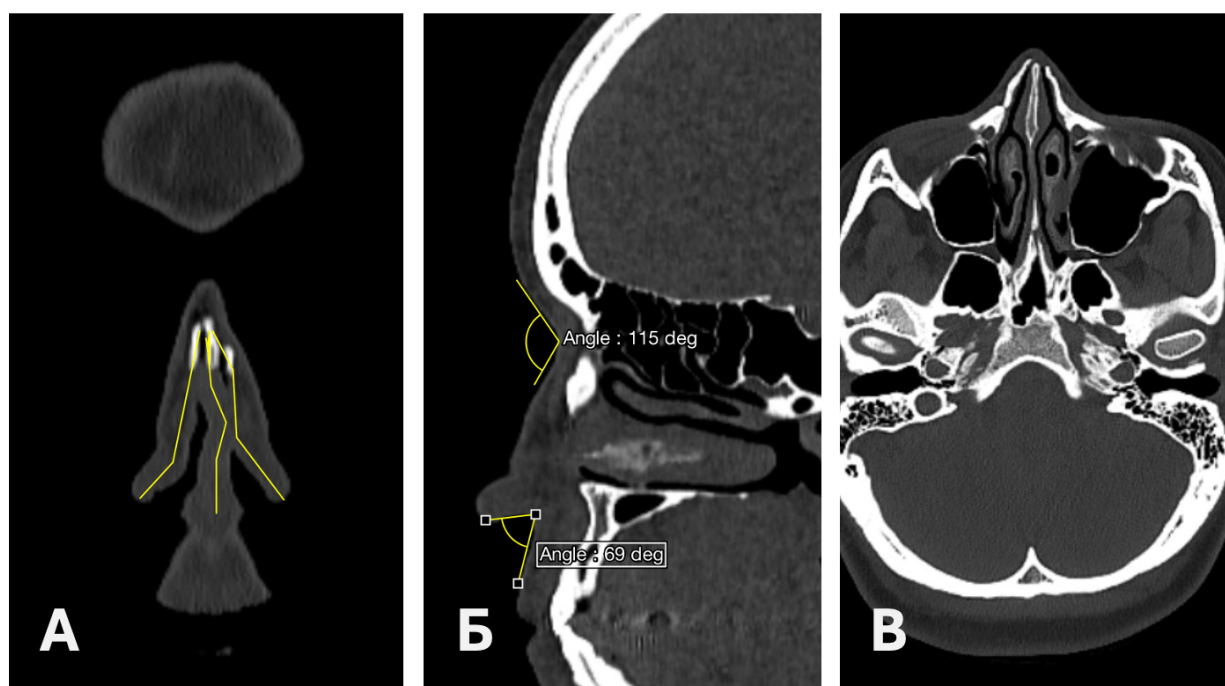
КТ ПНП пацієнтки К. до операції. А – фронтальна проекція, Б – сагітальна проекція, В – корональна проекція на рівні носових кісток.
